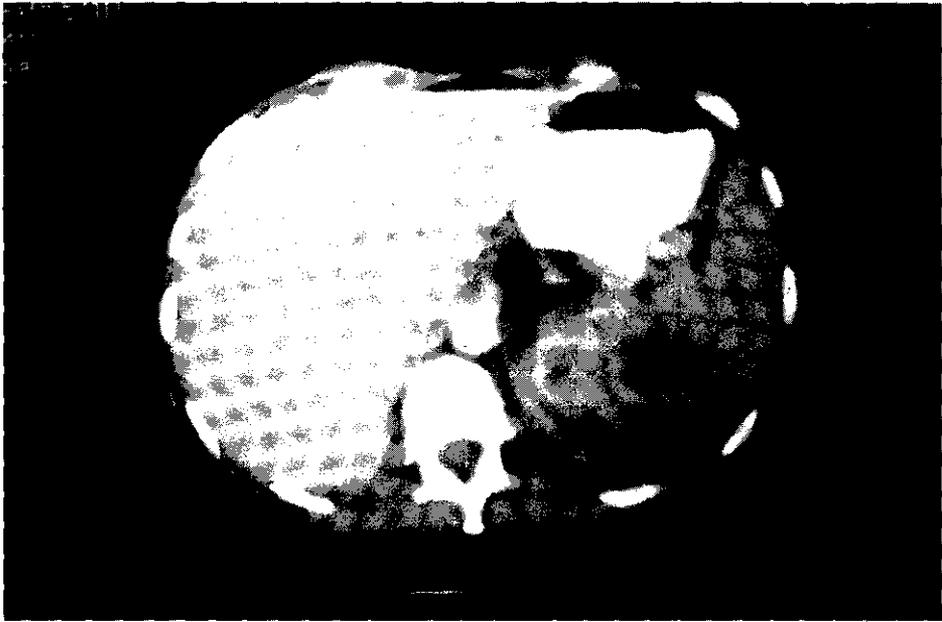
TAC de una fistula renogástrica, que muestra la infundibilización de la pared gástrica.
